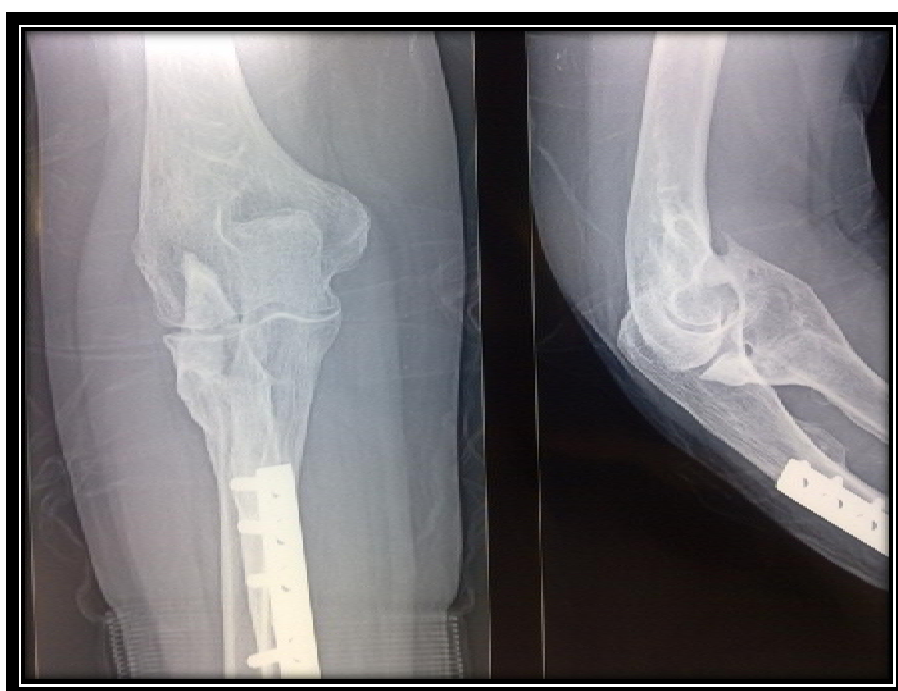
Radiographies montrant des butés osseuses antérieurs ainsi que des ossifications péri-articulaires
